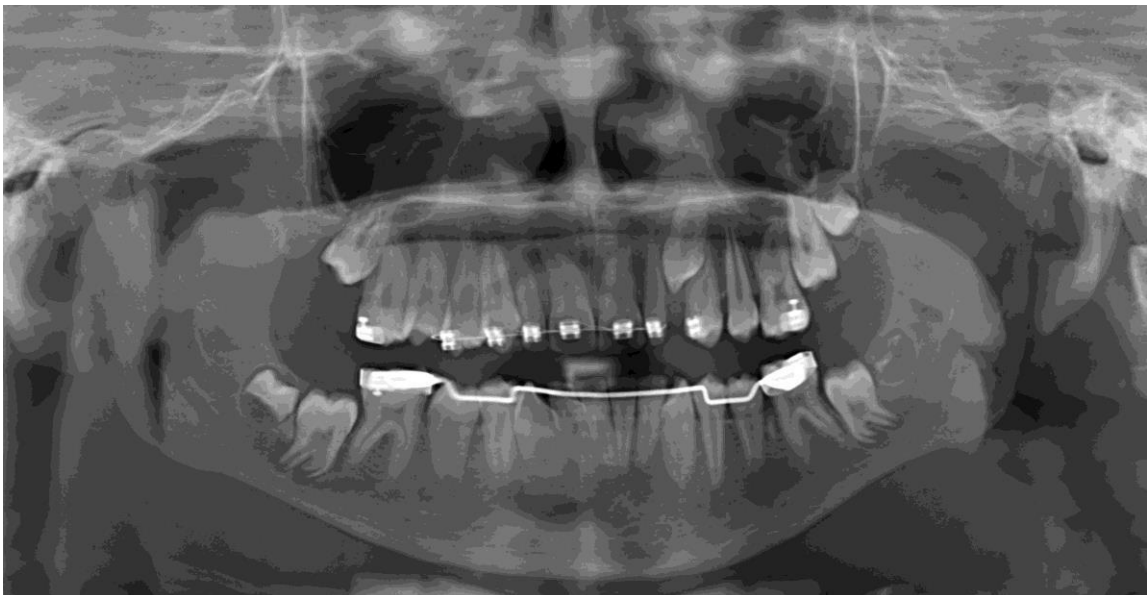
Radiografia panorâmica – fevereiro 2022
